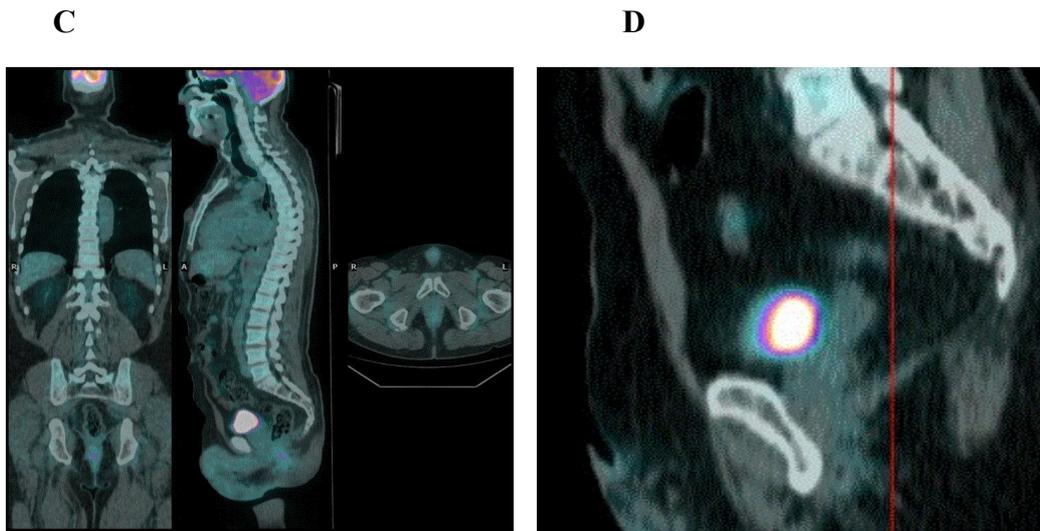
^{18}F FDG-PET/TC di carcinoma del retto inferiore a 12 settimane dalla fine del trattamento (C-D).
